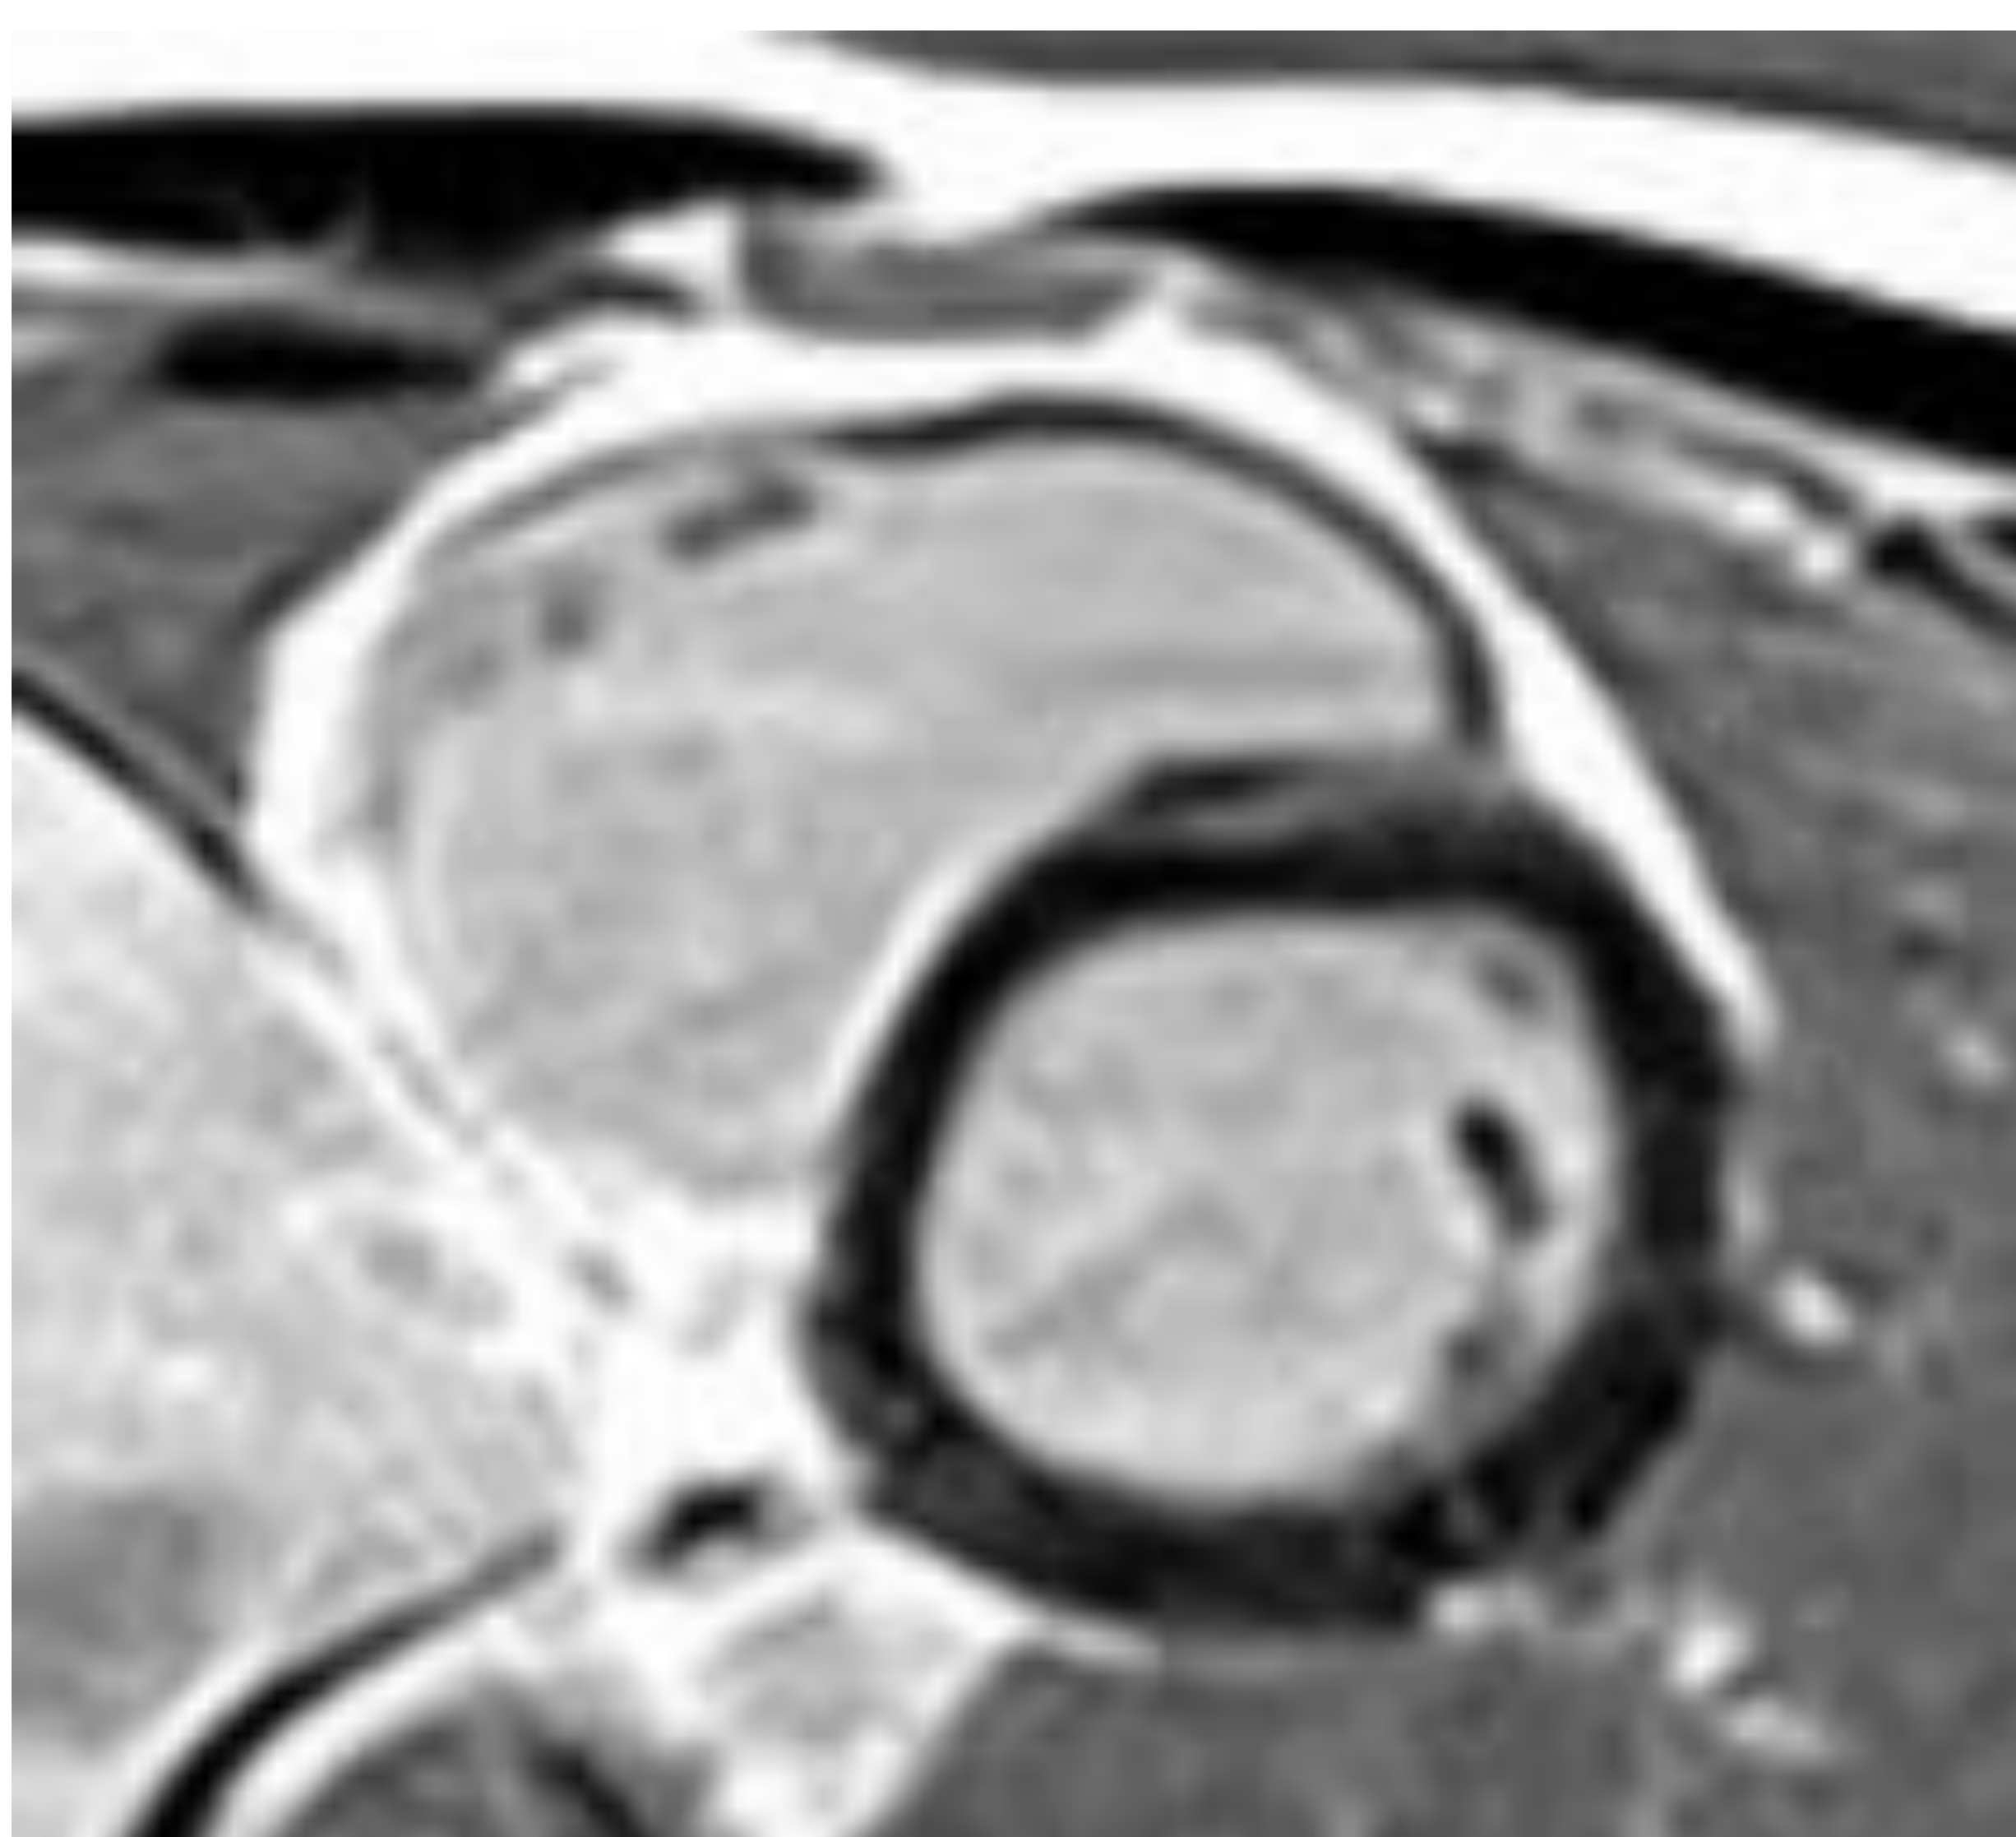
RTG intramiocárdico lineal en septo basal anterior Fig 2 RTG intramiocárdico lineal del septo basal anterior
